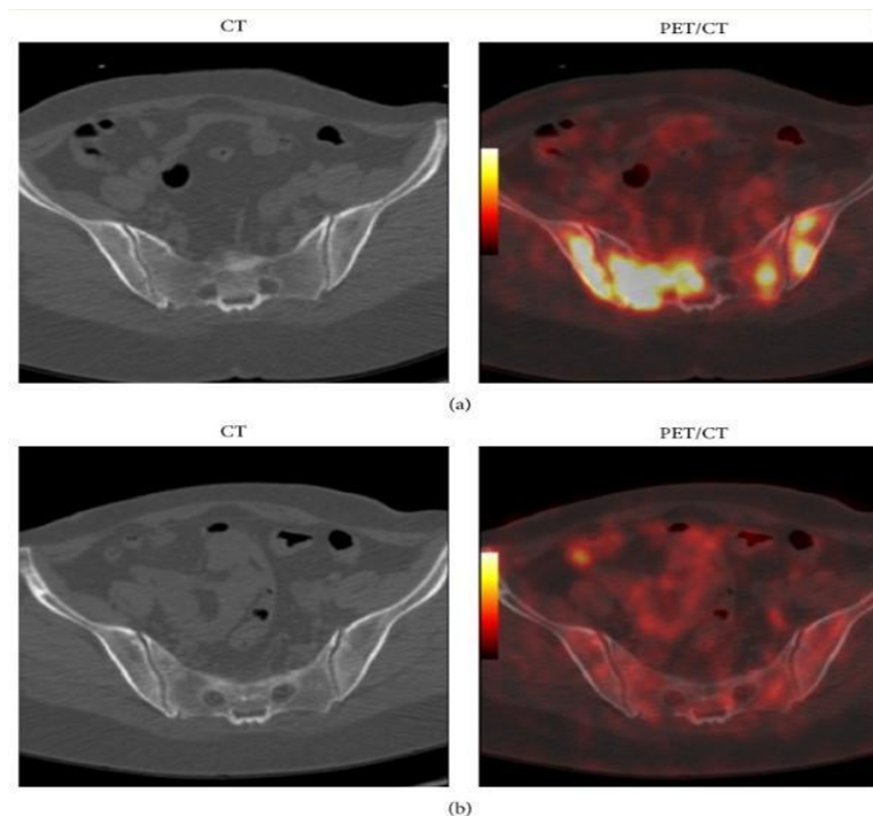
Paciente feminina de 40 anos com câncer de mama avaliada por PET/TC 18FDG, mostrando metástases ósseas na varredura inicial (a) que foram erradicadas por quimioterapia antes de causar destruição óssea, como mostrado na varredura pós-tratamento de 3 meses (b).
